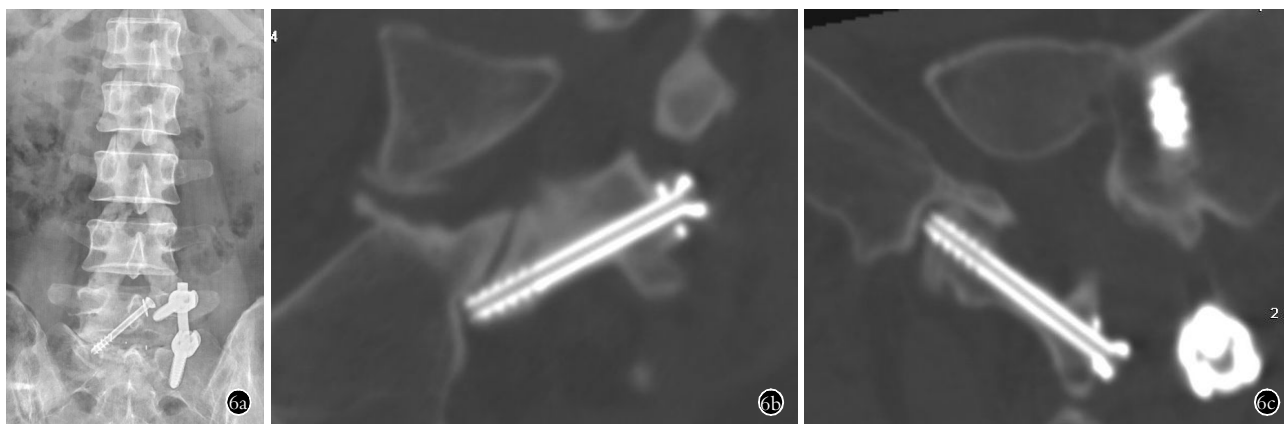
女性患者,47 岁,反复腰痛 2 年,加重伴左下肢放射 8 个月,诊断为 L₅ 退行性滑脱 I 度,经小切口 L₅/S₁ 单侧椎弓根螺钉联合瞄准器引导下对侧经皮椎板关节突螺钉固定并椎间融合器植骨术 6a,6b,6c。术后腰椎正位 X 线和 64 排 CT 平扫并多平面重建示:椎板关节突螺钉偏短,未穿入 S₁ 右侧上关节突
